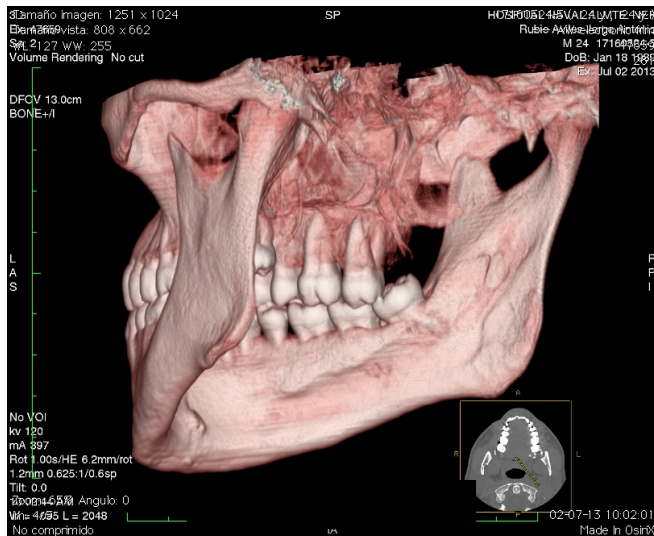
Representación tridimensional de TC (GE® Healthcare). Imagen Servicio de Imagenología Maxilofacial, Hospital Almirante Nef, Armada de Chile.
